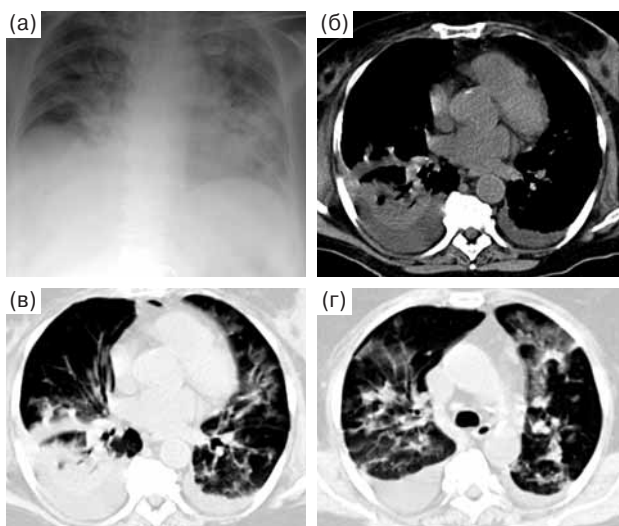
Состояние после экстирпации желудка, левожелудочковая недостаточность, отек легких. На рентгенограмме в прямой проекции (а) имеется двустороннее снижение прозрачности легочных полей, расширение срединной тени. На аксиальных срезах в средостенном окне (б) и в легочном окне (в, г) в правой плевральной полости определяется большое количество свободной жидкости, компрессионный ателектаз нижней доли правого легкого (б, в). В легких диффузные изменения, обусловленные альвеолярным отеком (г).
